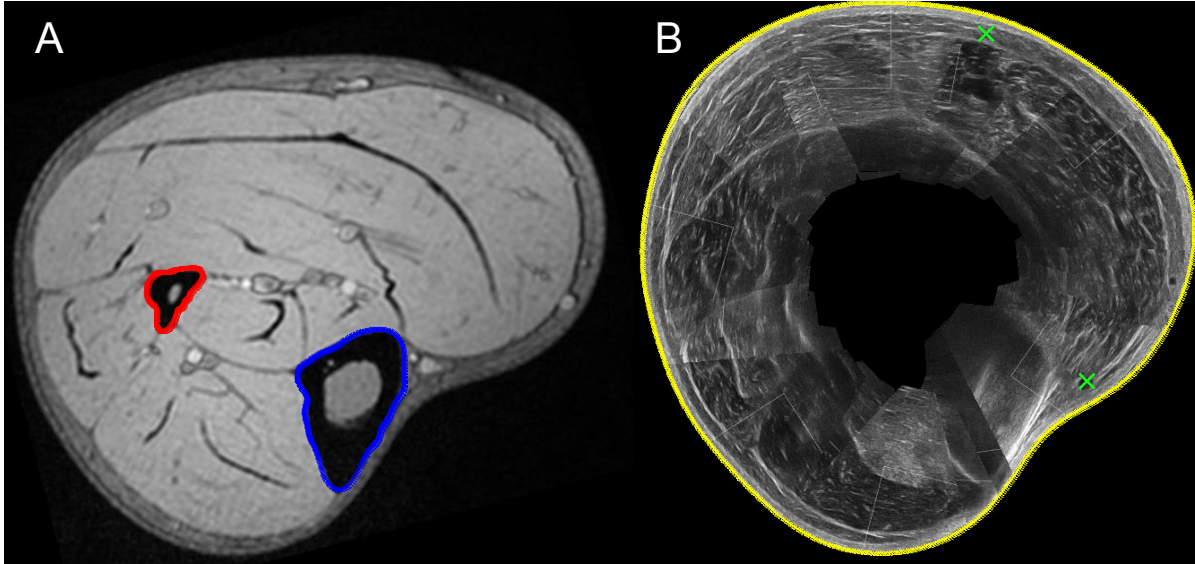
Segmentation - Sur le scan transversal acquis par IRM (A), les bords du tibia (bleu) et fibula (rouge) sont définis. Sur la reconstruction ultra-sonore (B), la géométrie globale de la jambe est segmentée (jaune) et la position et taille des veines sont relevées (vert).
